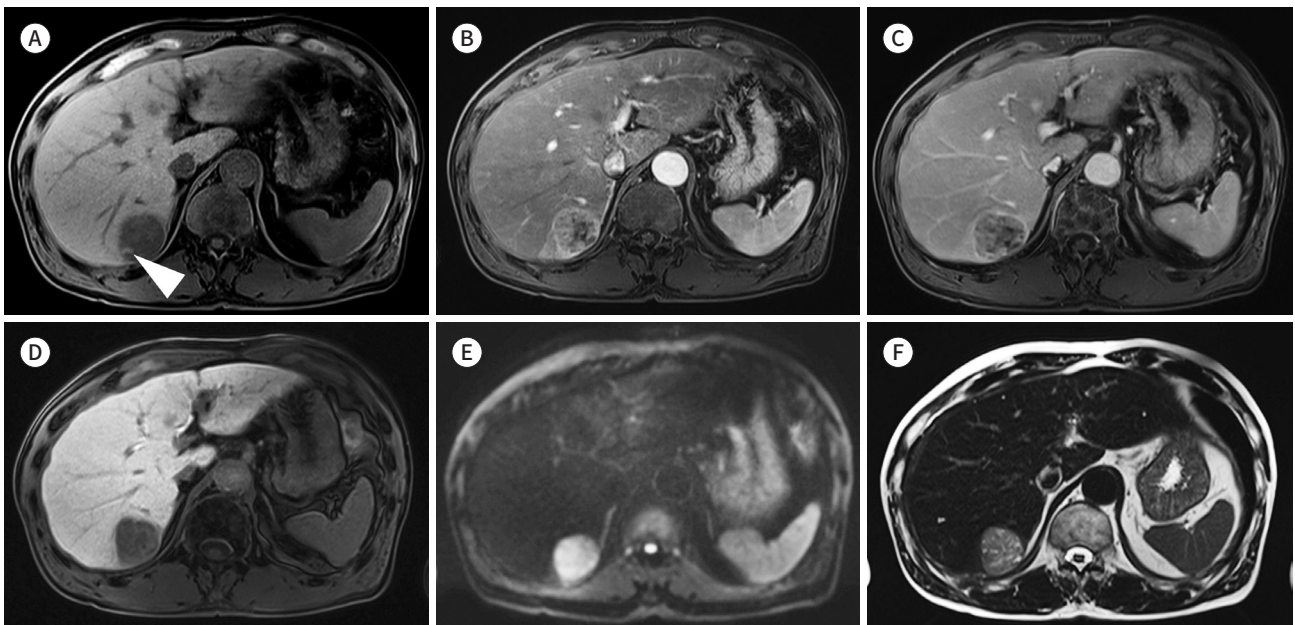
Combined hepatocellular-cholangiocarcinoma with 70% hepatocellular carcinoma component categorized as LR-5 on preoperative gadoxetic acid-enhanced MR image in a 56-year-old male with chronic hepatitis B.
